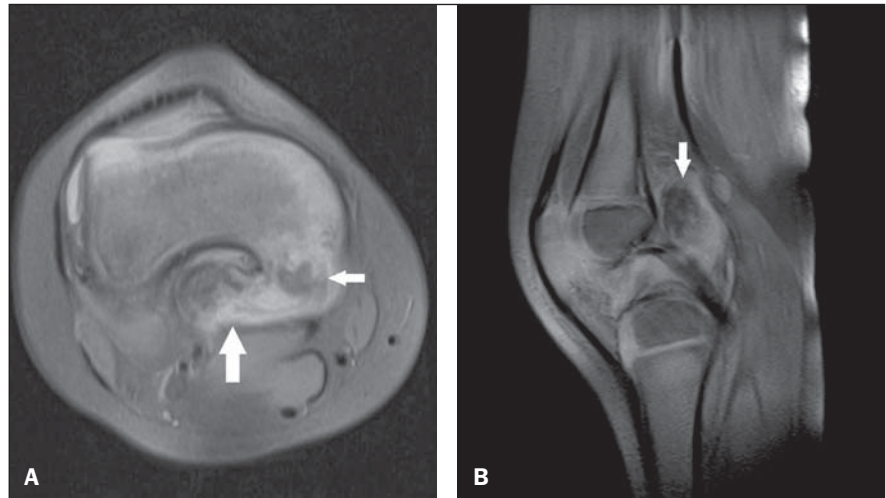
A: RM axial DP fat sat mostrando acometimento do fêmur distal pela doença, com irregularidades, alterações displásicas (seta menor), calcificações e ossificações intra-articulares (seta maior). B: RM sagital DP fat sat identificando calcificações e ossificações intrassinoviais (seta). Mostra, também, a preservação das partes moles.
